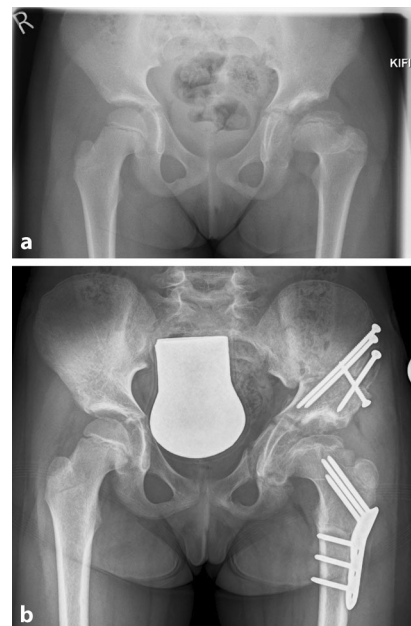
▲ a Zeigt das Röntgenbild eines bei Symptombeginn 6-jährigen Mädchens mit einem M. Perthes mit deutlicher Pfannendysplasie und Ausbildung einer deutlichen „hinge abduction“. b Zeigt den Zustand 6 Wochen postoperativ nach Bernese-Typ-Tripelosteotomie über einen alleinigen anterioren Bikini-Zugang ohne der Notwendigkeit eines zusätzlichen dorsalen Zugangs im Gesäßbereich. In diesem Fall war aufgrund der deutlichen „hinge abduction“ eine gleichzeitige Valgisationsosteotomie am proximalen Femur sinnvoll. Es ließ sich dadurch eine gut überdachte und zentrierte Hüfte erreichen
